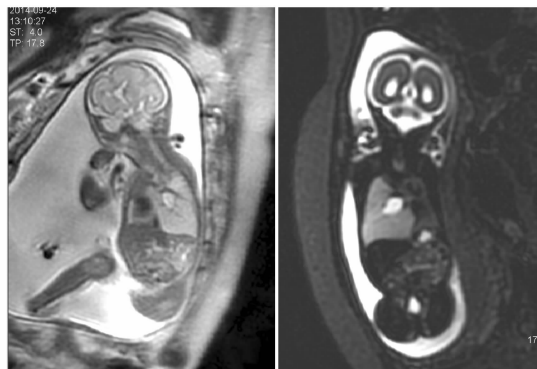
孕 25 周产前 MRI SSFSE 序列(右图为 Thick slab 序列)T2WI 示胎儿右下肺体积增大, 信号增高, 于右肺门处可见一不规则梭形高亮信号囊腔影, 大小 17mm×10mm
